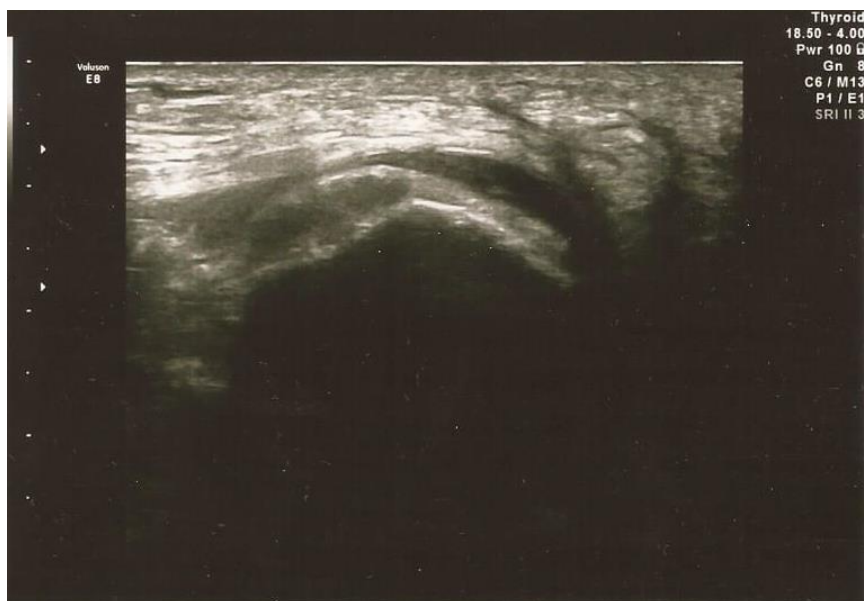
Paziente 3, ecografia di controllo eseguita dal dott. Giancarlo Passarini: All'attuale controllo non si rilevano raccolte liquide e segni di lesioni muscolari.
